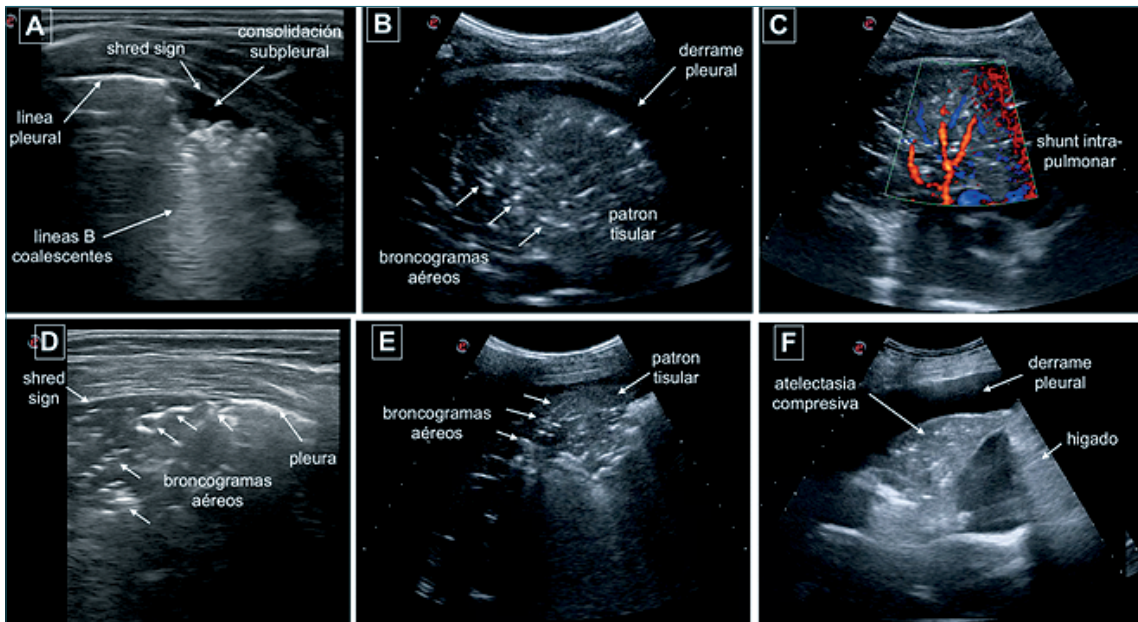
A: Imagen de atelectasia asociada a anestesia general en paciente pediátrico, obtenida con sonda lineal HF 6-12 MHz. Se observa consolidación subpleural, "shred sign" con broncogramas aéreos puntiformes y líneas B que nacen dicha consolidación; B y C: Imagen obtenida con sonda convex 2-6 MHz: consolidación con "patrón tisular", se observan broncogramas aéreos, pequeño derrame pleural y presencia de shunt intrapulmonar utilizando doppler color en paciente con neumonía bacteriana; D: Imagen de atelectasia asociada a anestesia general obtenida con sonda lineal HF 6-12 MHz. Se observa consolidación subpleural, "shred sign" con broncogramas aéreos laminares y puntiformes; E: Imagen obtenida con sonda convex 2-6 MHz: consolidación con "patrón tisular", broncogramas aéreos con patrón arboriforme característico de neumonía bacteriana; F: Imagen obtenida con sonda convex 2-6 MHz: atelectasia pulmonar compresiva debido a derrame pleural severo.
